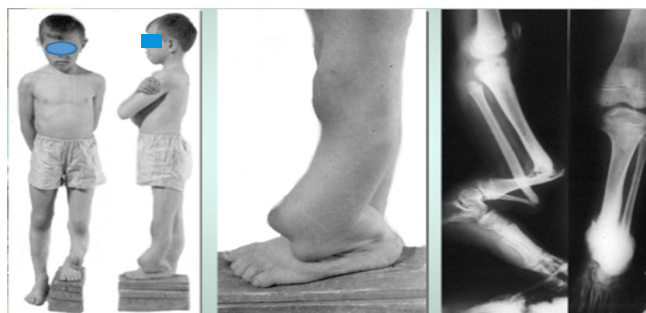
Фото больного П. при поступлении на лечение и его рентгенограмма
